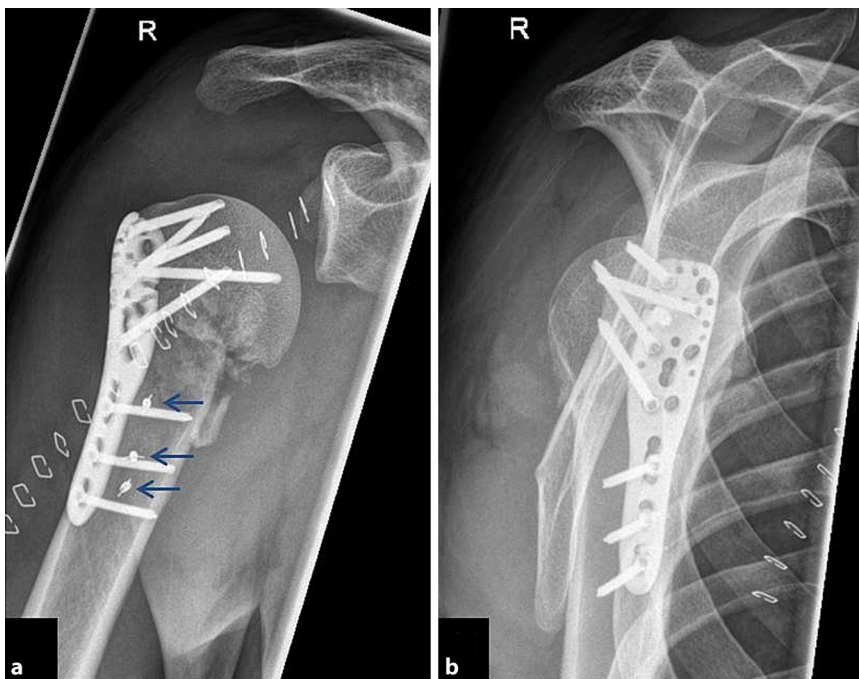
▲ 36-jähriger Patient, rechte Schulter. a A.-p.-Röntgenaufnahme, b Y-View, nach auswärtiger Rekonstruktion der Typ-5G-Fraktur in Dänemark mittels winkelstabiler Plattenosteosynthese. Für die Reposition- und Rekonstruktion wurde der M. pectoralis major temporär vom Humerusschaft gelöst und später mittels dreier Fadenanker (Pfeile) wieder refixiert
